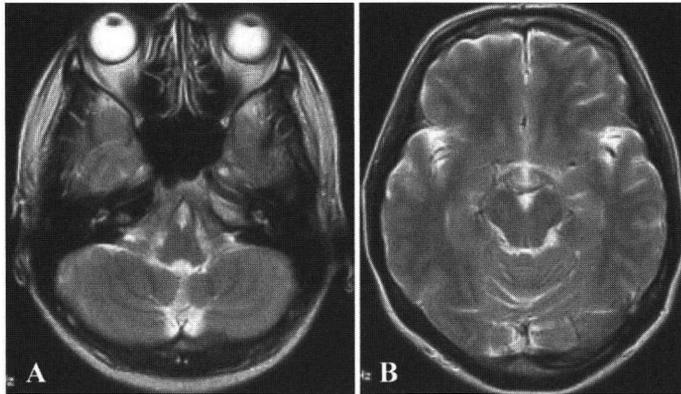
症例7の頭部MRI所見：前頭洞は正常で，副鼻腔炎も認められない（A, B）。
